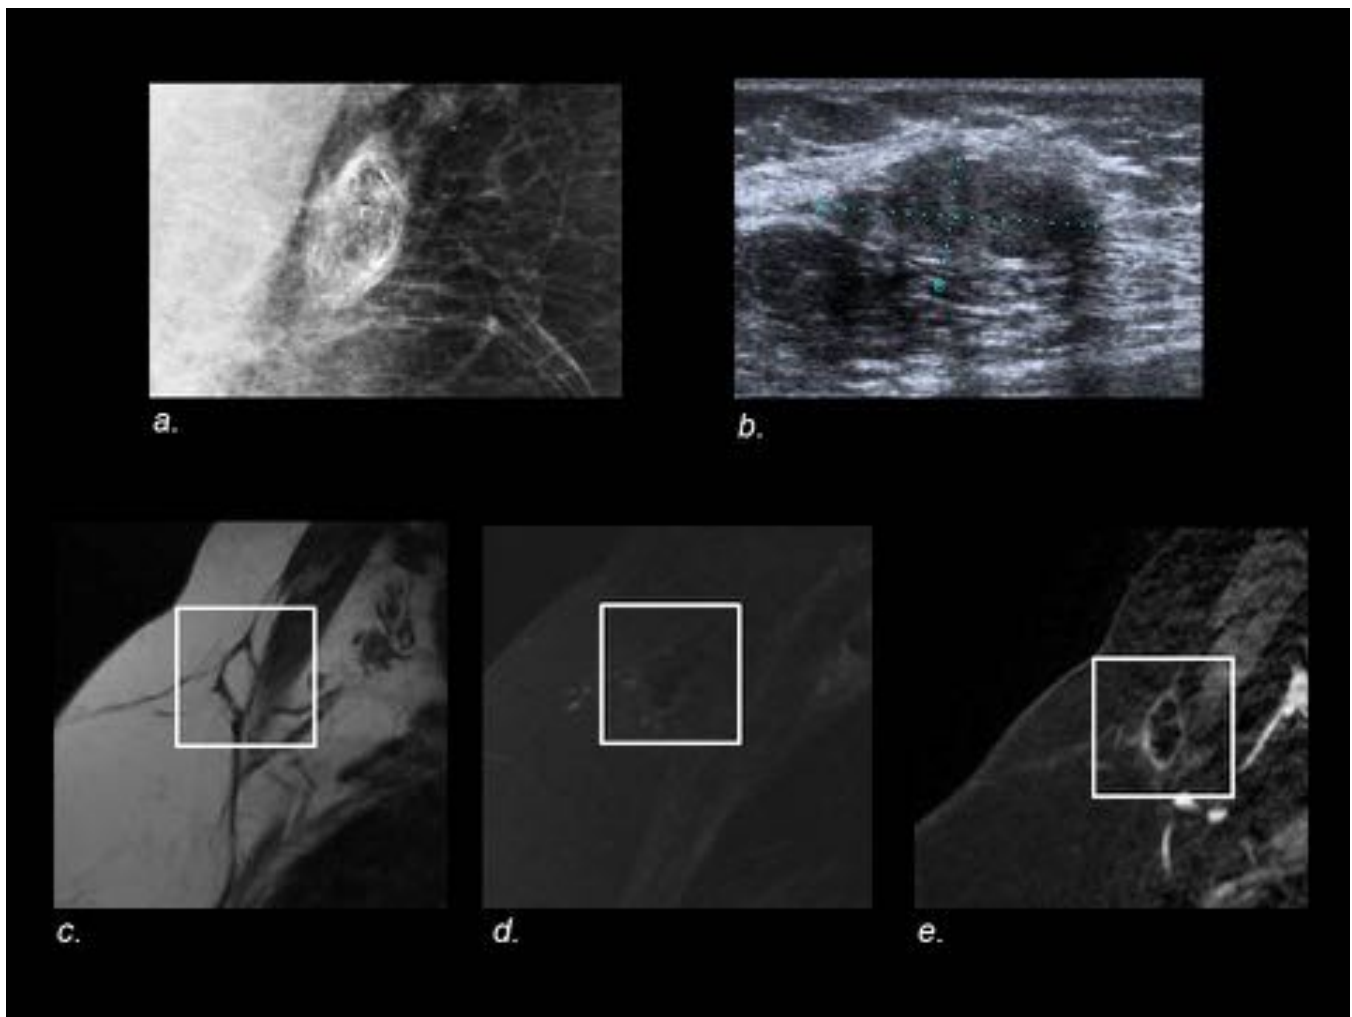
En mamografía (a) masa con áreas lucentes y calcificación, algunas de ellas curvilíneas periféricas. En ecografía (b) se identifica un nódulo sólido e hipocogénico de contornos bien definidos. En RMN sagital SE T2 (c) es visible una masa con hiperintensidad central, de señal similar a la grasa. Con supresión grasa (d) la lesión pierde señal y en el estudio dinámico 3D T1 con sustracción (e) se identifica una masa con contenido graso rodeada por un fino anillo de realce.
